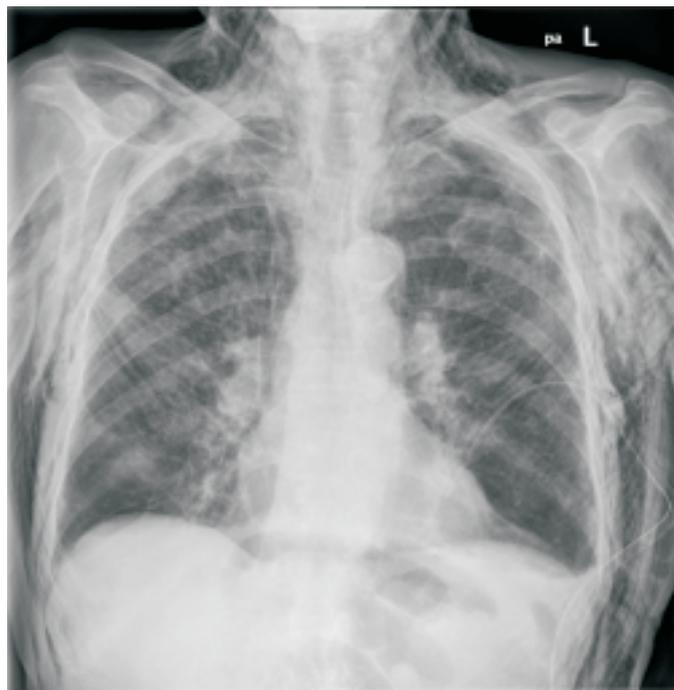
Se aprecia el tubo de tórax en el hemitórax izquierdo y un enfisema subcutáneo severo en una de las radiografías de control. Vemos como el pulmón se ha expandido y no se aprecia el neumotórax.
